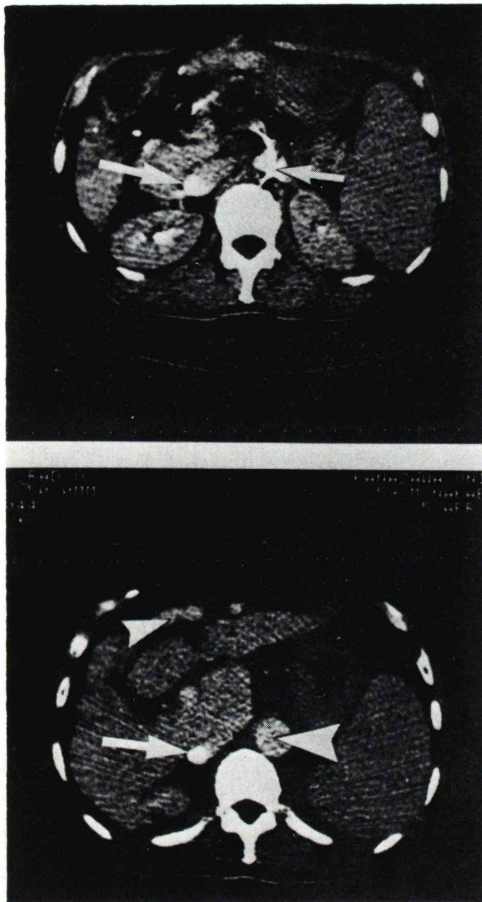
Dynamic sequential CT during arterial portography. Contrast medium was injected through the catheter inserted into superior mesenteric artery (short arrow) during the scanning. The opacification of inferior vena cava (long arrow) is denser than those of portal vein, umbilical vein (small arrowhead) and abdominal aorta (large arrowhead). This finding indicates the existence of porto-systemic shunting through mesenteric vein to inferior vena cava connection.
